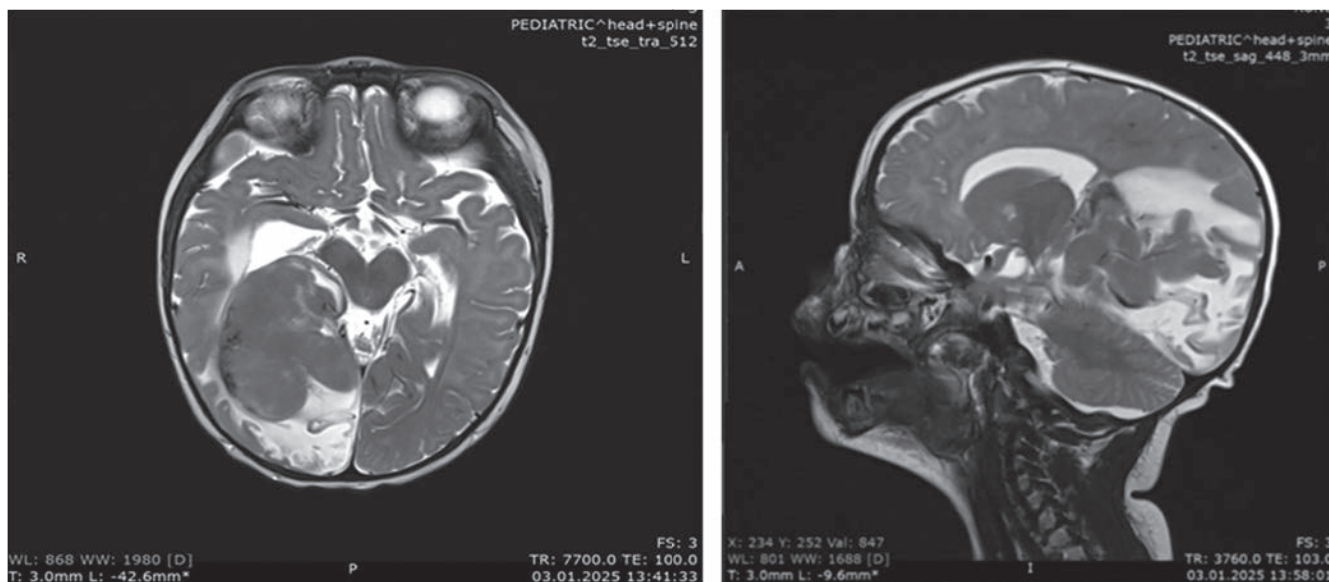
МРТ головного мозга с контрастным усилением в дебюте ЦНС-рецидива
